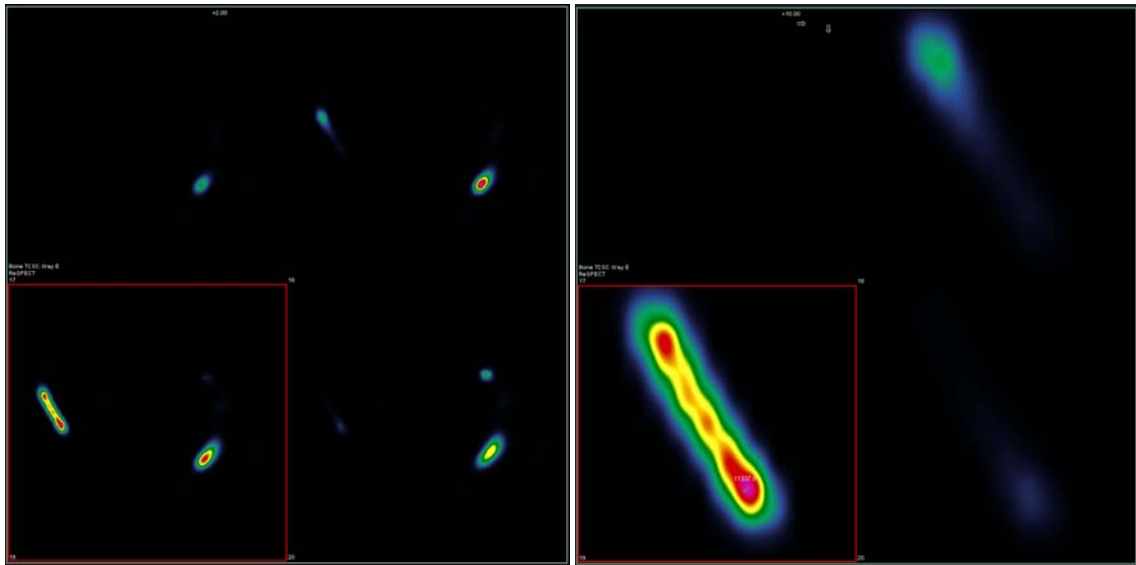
Links: 4 Bilder beider <sup>177</sup>Lu Herde, rechts: vergrößerter 35 ml Herd mit ROI, rekonstruiert mit ReSPECT und dargestellt und ausgewertet mit Xeleris®
